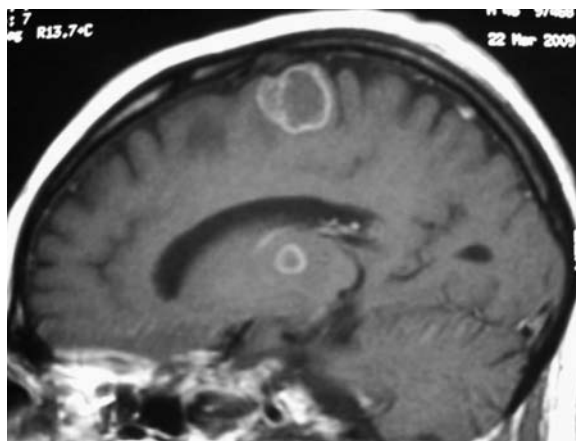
RM de cerebro (corte sagital, imagen ponderada en T1 con gadolinio): lesión hipointensa frontal corticosubcortical rolándica derecha y otra más pequeña paraventricular ipsilateral. Ambas lesiones captan el contraste paramagnético en forma periférica.
